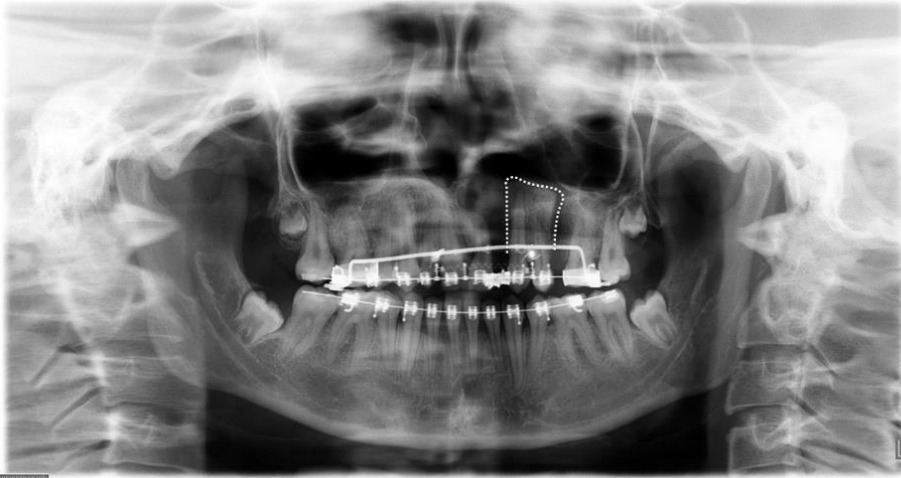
Radiografía panorámica con 4 días de transportación.
